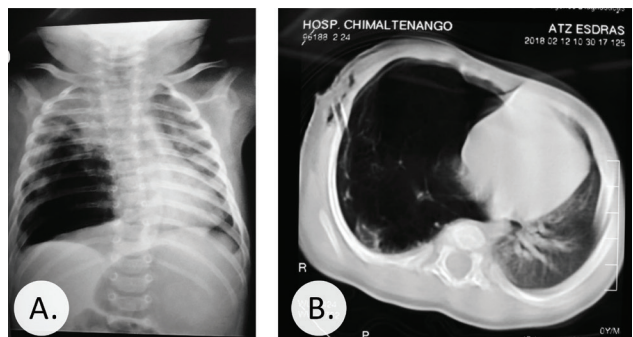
A) Radiografía de tórax.
